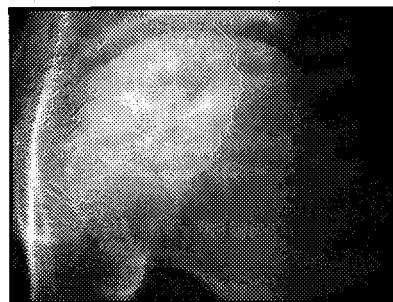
Radiografía anteroposterior
